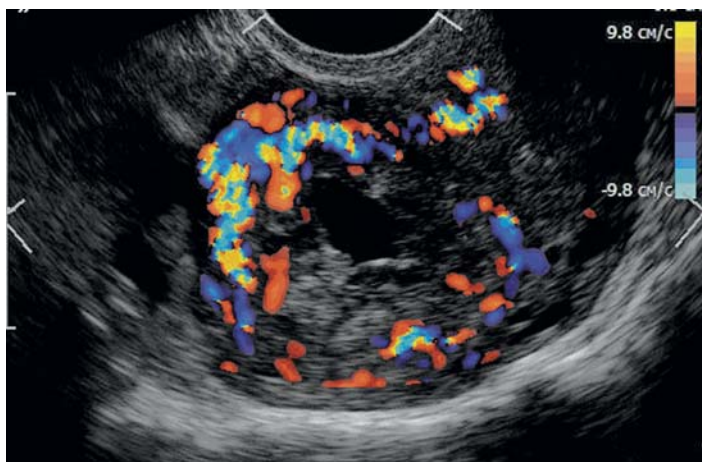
Хорионэпителиома. УЗИ, цветное доплеровское картирование
